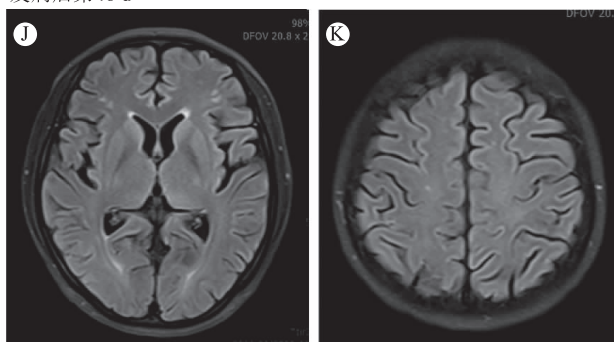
患者颅脑MRI动态演变过程 发病后第1 d 颅脑MRI示双侧枕、顶叶异常信号(A-B), 颅脑MRA未见明显异常(C); 发病后第3 d 颅脑MRI(平扫+增强)示双侧顶枕叶对称性异常信号(D-E)、局限性脑膜强化(F), MRV未见明显异常(G); 发病后第18 d MRI提示病灶范围较前扩大(H-I); 发病后第48 d 颅脑MRI显示额顶枕叶病灶消失(J-K)
